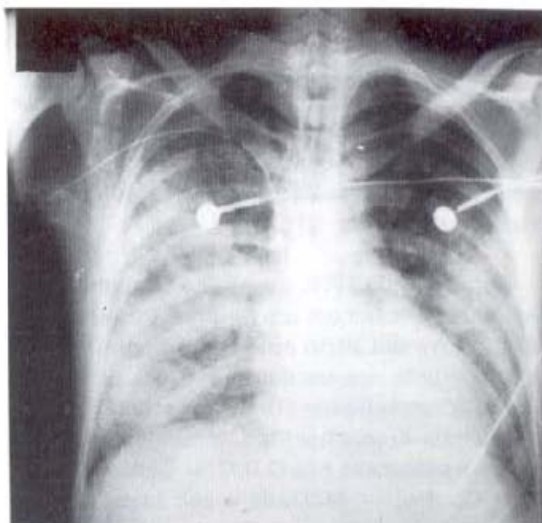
Radiografia do 3º dia de internação (UTI) com infiltrado alveolar acometendo todo HTD e 2/3 inferiores de HTE.
